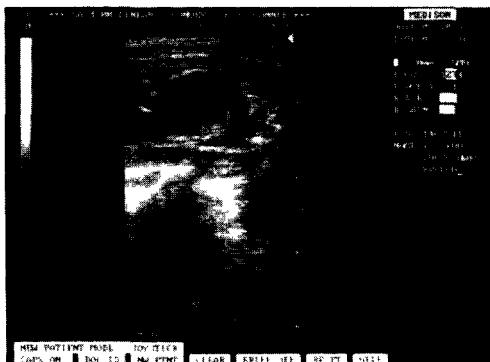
IUP 18/6 wks confirmed by USG 1993. 5. 10.
